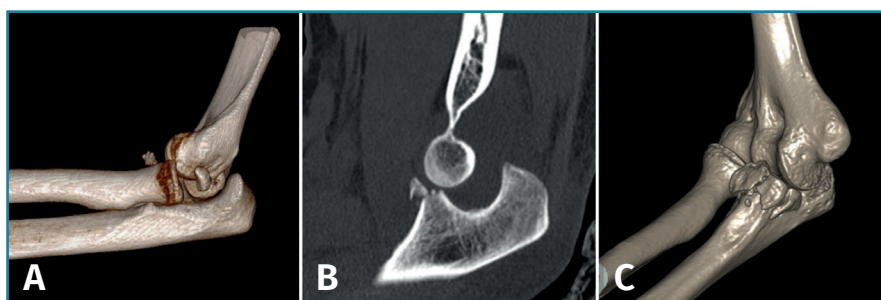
A: imagen en 3D de una fractura de tipo I de O'Driscoll con inestabilidad de codo, donde se observa además un fragmento de la cabeza del radio desplazado; B: imagen de tomografía axial computarizada (TAC) en un plano sagital. C: imagen de reconstrucción en 3D de una fractura de tipo II.
